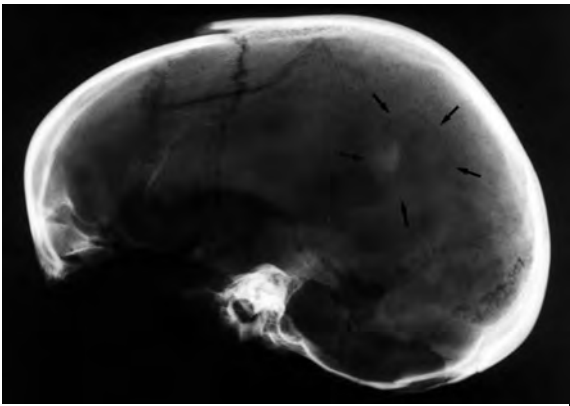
Radiografia del crani de la figura precedent (les fletxes enmarquen la cicatriu).
